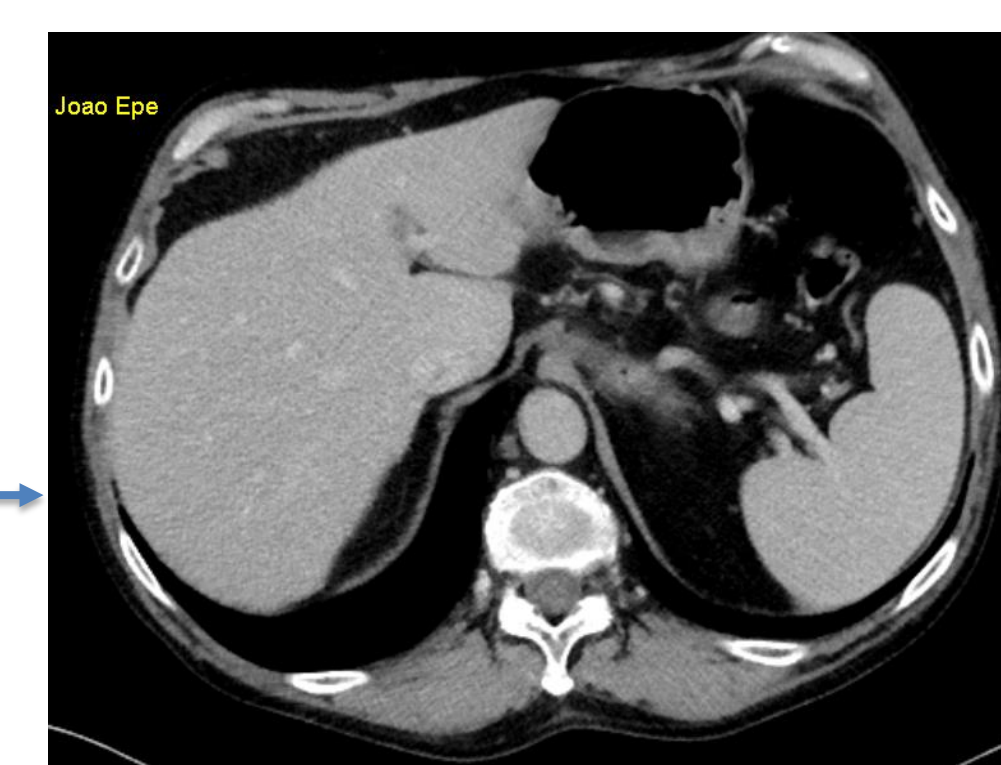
TC 03.2019 sem evidência de Tumor Miofibroblástico Inflamatório.
